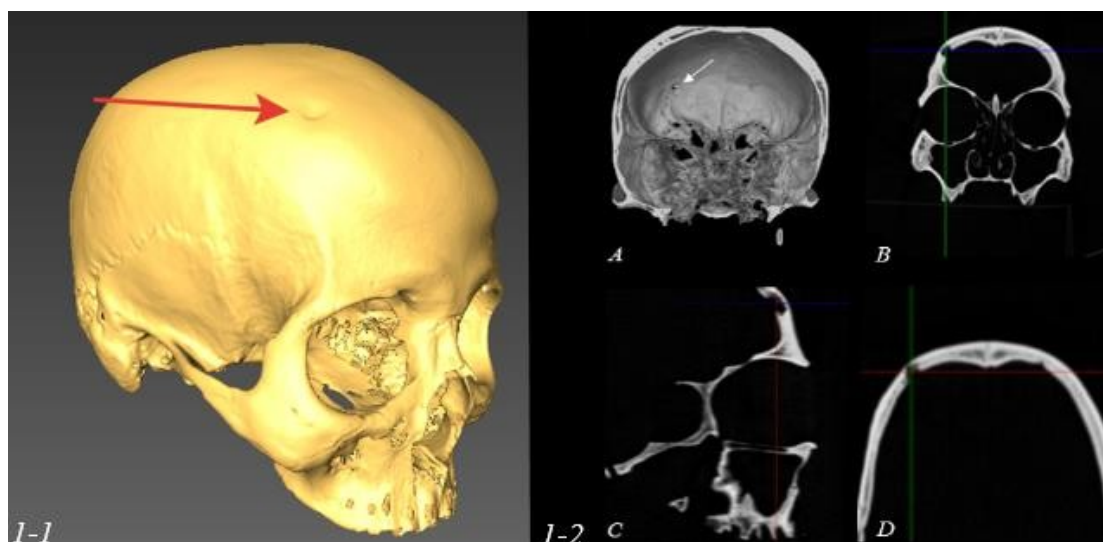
1-1. 3D модель черепа. КТ-коллекция израильских бедуинов (BLZ-16, женщина, Adultus). Стрелкой указана вдавленная травма лобной кости. 1-2. Визуализация внутренней поверхности лобной кости на 3D и 2D моделях черепа. КТ-коллекция израильских бедуинов (BLZ-04, мужчина, Adultus): А. 3D модель черепа, фронтальный разрез. Стрелкой указан объемный дефект внутренней пластинки лобной кости, который на 2D срезах во всех представленных проекциях является полостью (на проекциях дефект обозначен пересечением навигационных линий). В. 2D срез изображения во фронтальной плоскости. С. 2D срез изображения в сагиттальной плоскости. Д. 2D срез изображения в аксиальной (горизонтальной) плоскости
